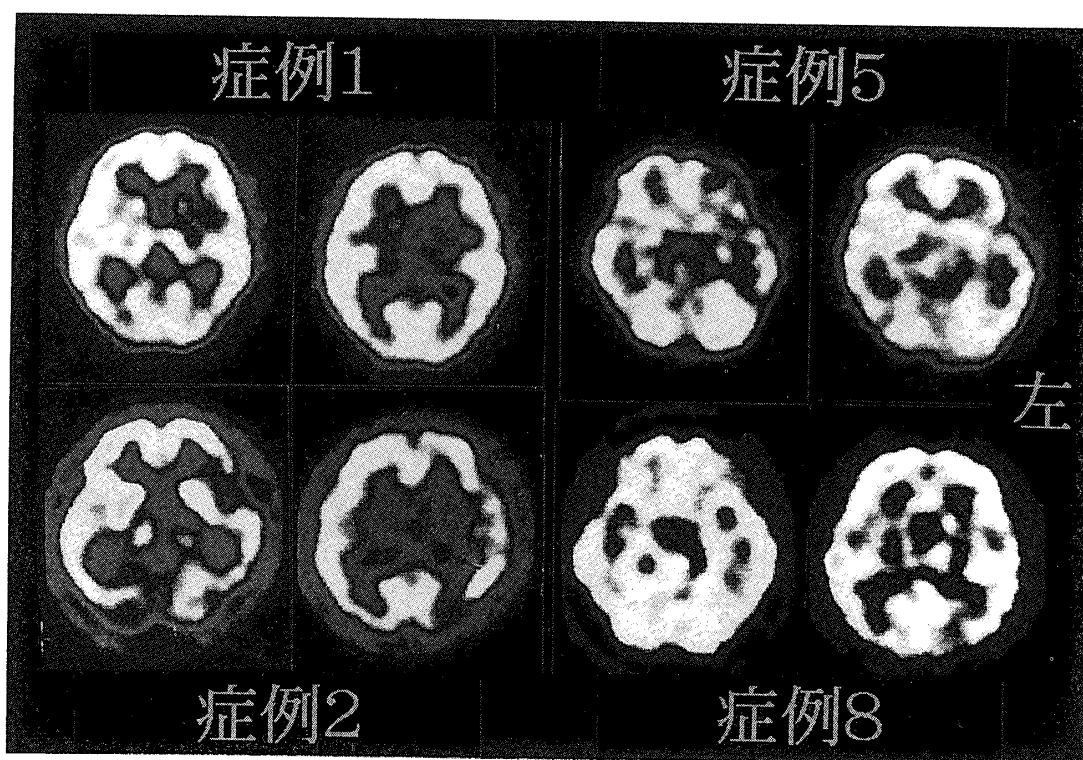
脳血流 SPECT (症例2は 99 mTc-ECD, 症例1,5,8は 99 mTc-HMPAO を使用)
